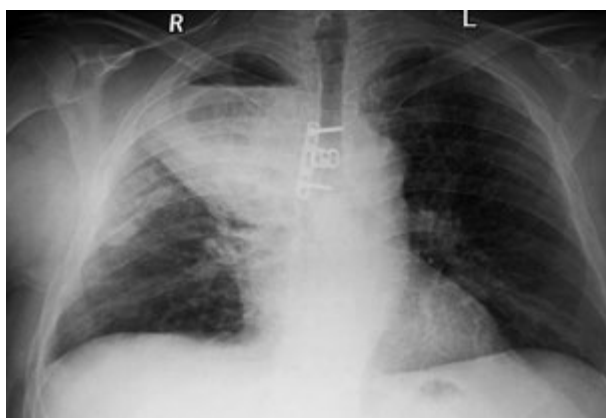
Оглядова рентгенографія на 2-гу добу після операції
